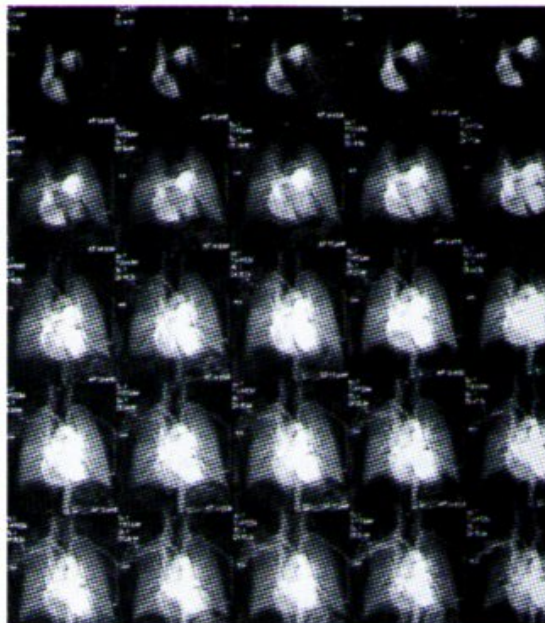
RM perfusionale in un caso di embolia polmonare. La figura mostra le varie fasi di acquisizione della RM perfusionale ottenute dopo somministrazione a bolo di mdc paramagnetico per via venosa. Si rileva un difetto di perfusione a carico del segmento laterale del lobo medio. Thoracic perfusion MR in pulmonary embolism. The image shows the phases of acquisition of perfusion MR obtained after i.v. administration of Gd-DTPA. The image shows a perfusion defect of the lateral segment of middle lobe.
